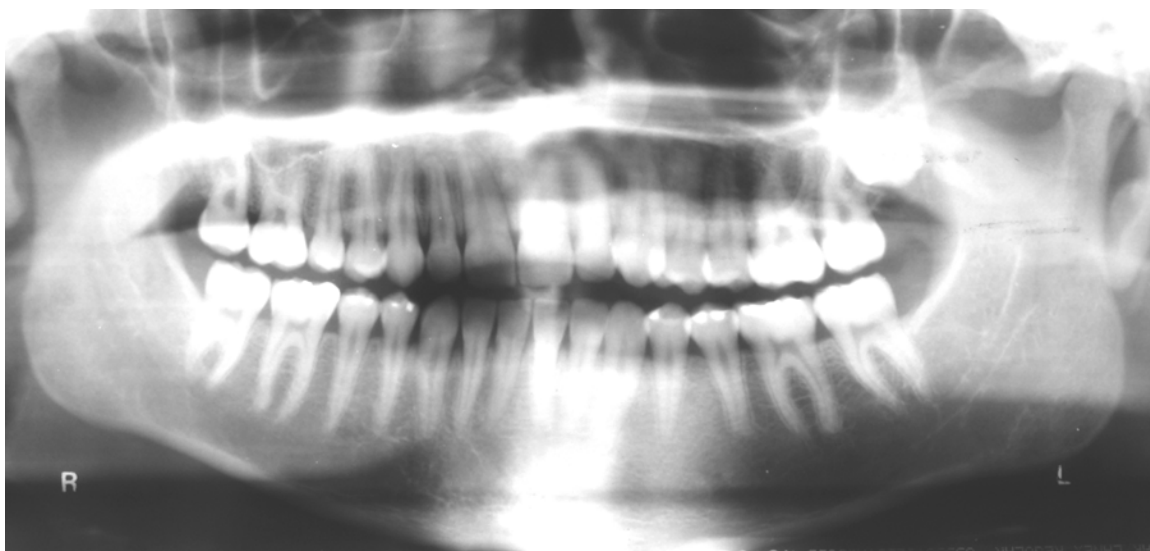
Radiografia panorâmica evidencia, após 3 anos e 10 meses de acompanhamento, total reparo da área antes acometida pelo ameloblastoma.
